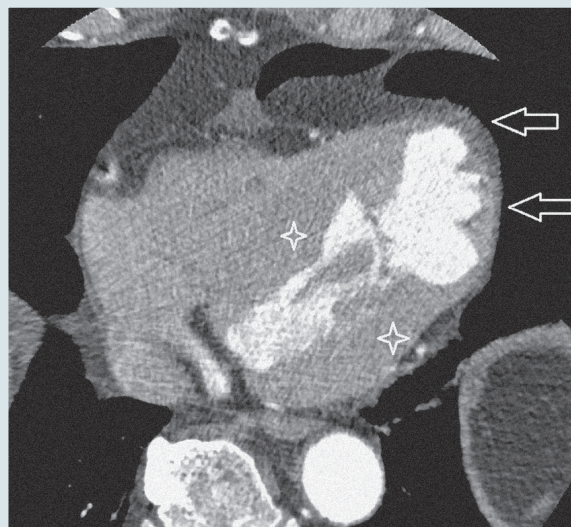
Комп'ютерна томографія з контрастуванням. Гіпертрофія стінок лівого шлуночка (зірочки). Порожнина аневризми лівого шлуночка (стрілки)
